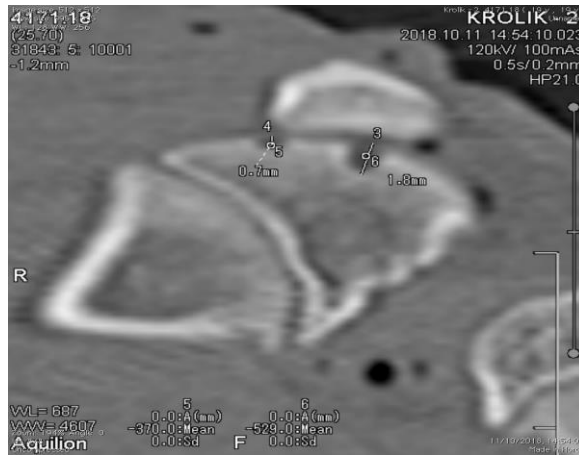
КТ коленного сустава кролика в косоаксиальной проекции – визуальная оценка замещения дефекта, измерение глубины дефекта
